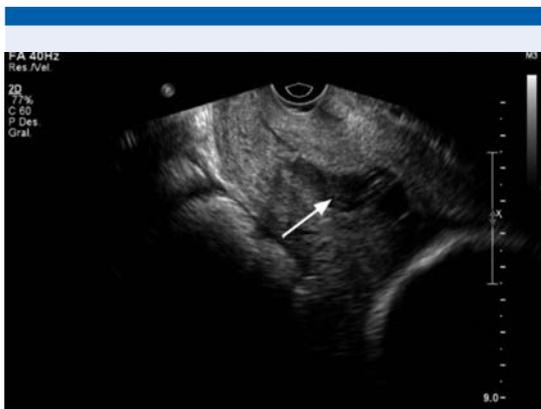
Ultrasonido transvaginal donde se observa que la longitud cervical es normal, con útero cerrado y cordón umbilical del feto 1 (flecha).
